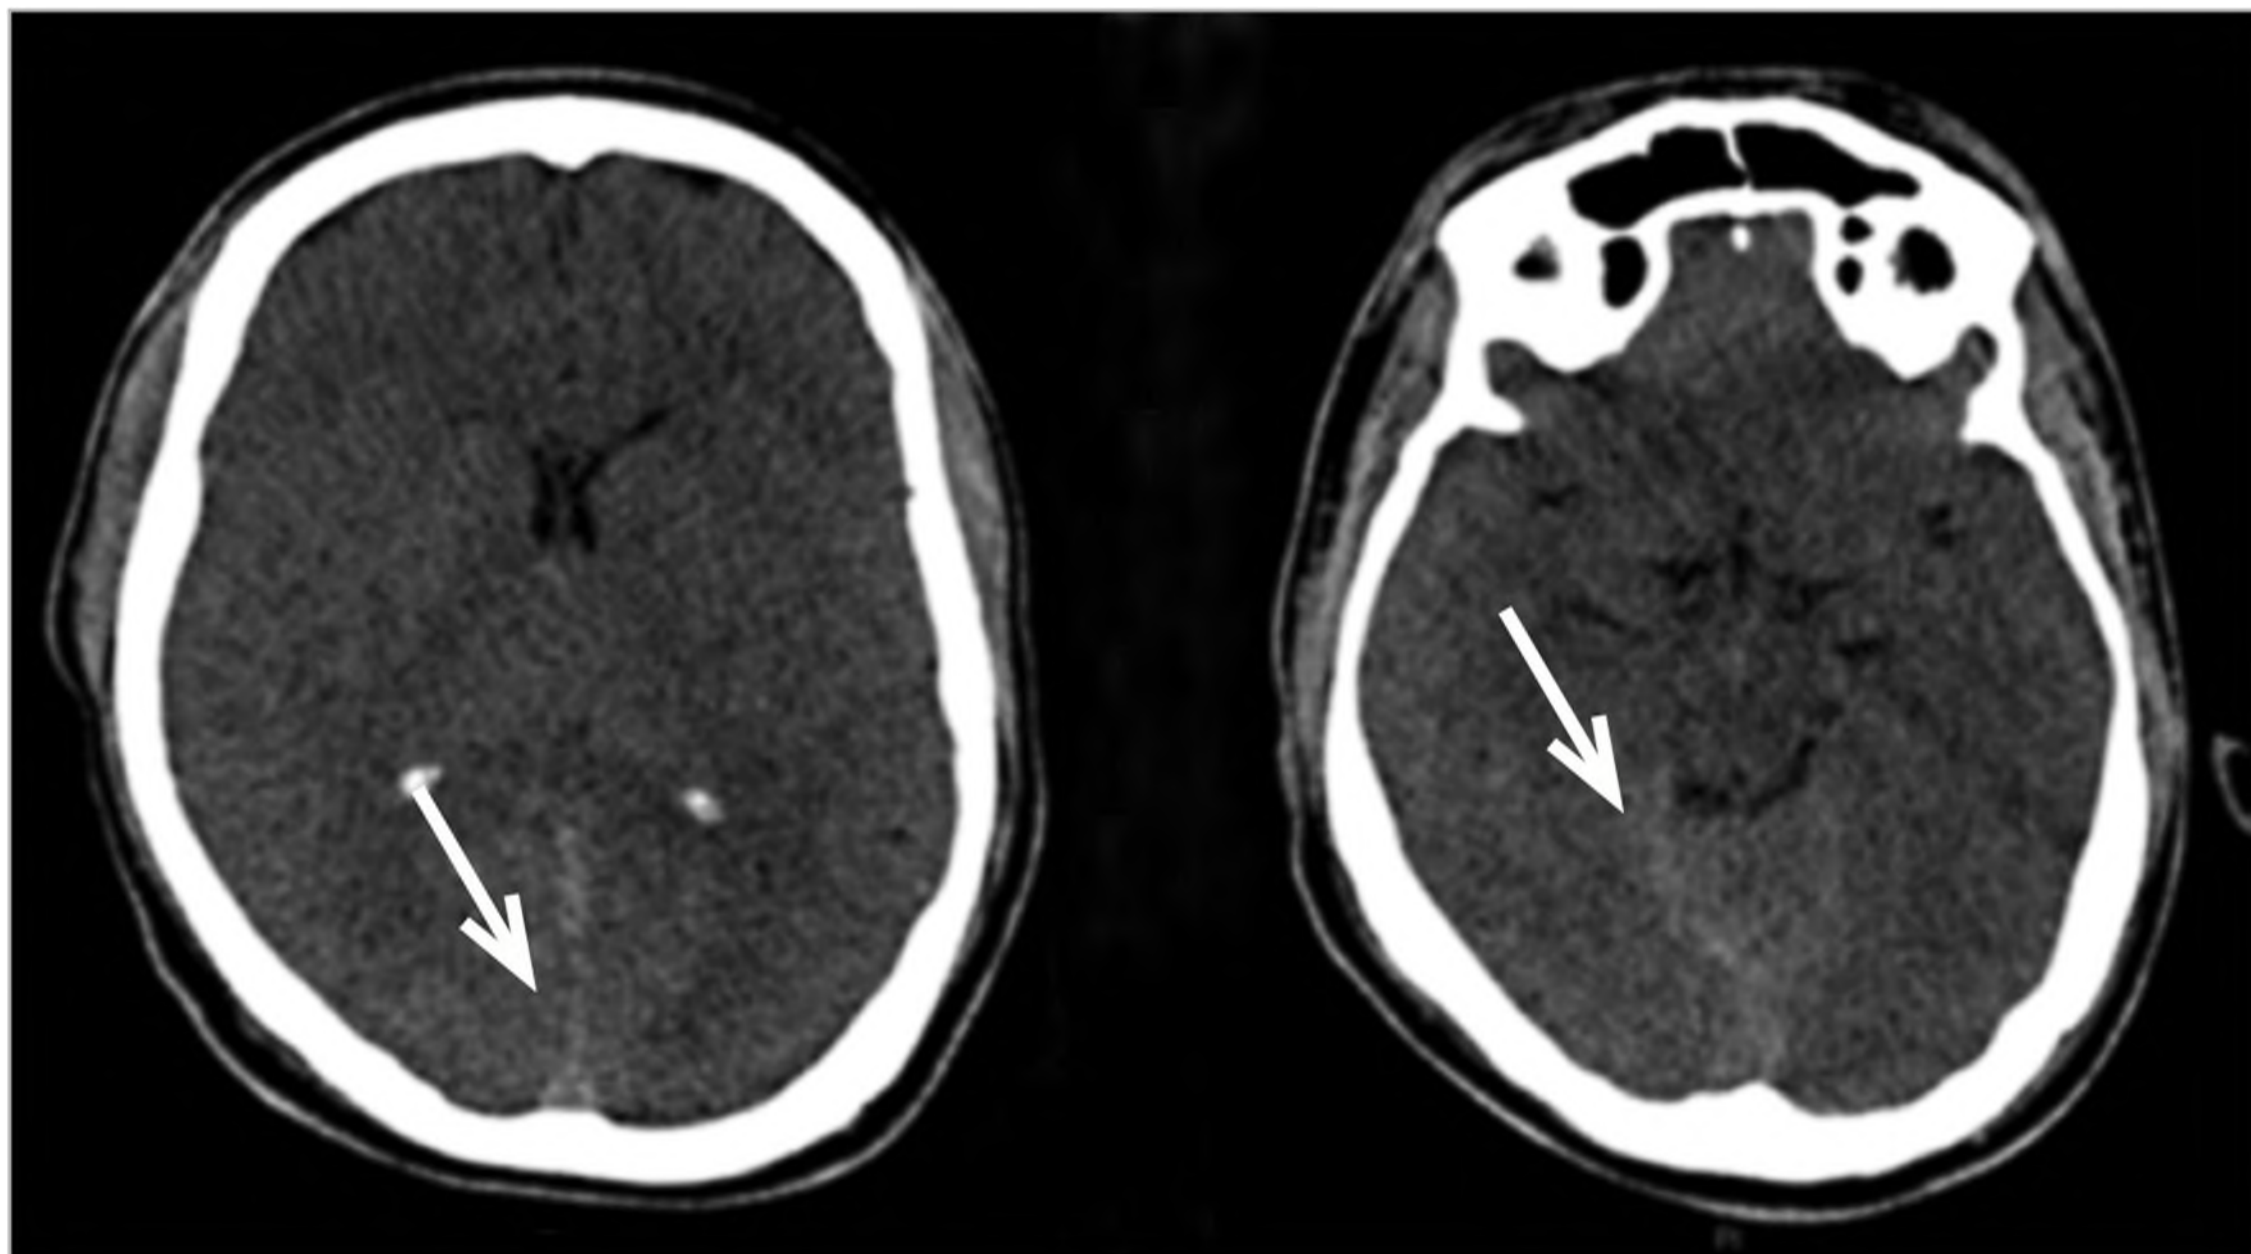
Tomografia de crânio na admissão: discretos sinais de hemorragia meníngea. Apagamento difuso dos espaços liquóricos supratentoriais.
